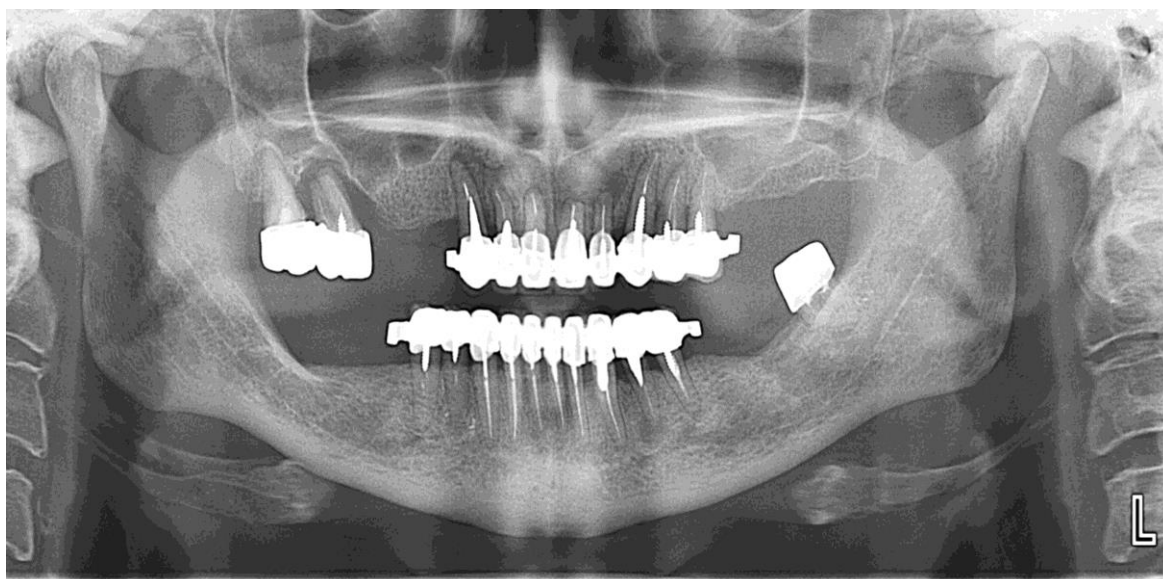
Ортопантомограма пацієнтка Л. 1958 р.н.. Результати несвоєчасної заміни зубних протезів.
